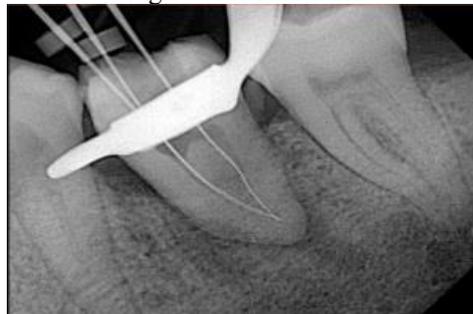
Radiografia do instrumento fraturado
